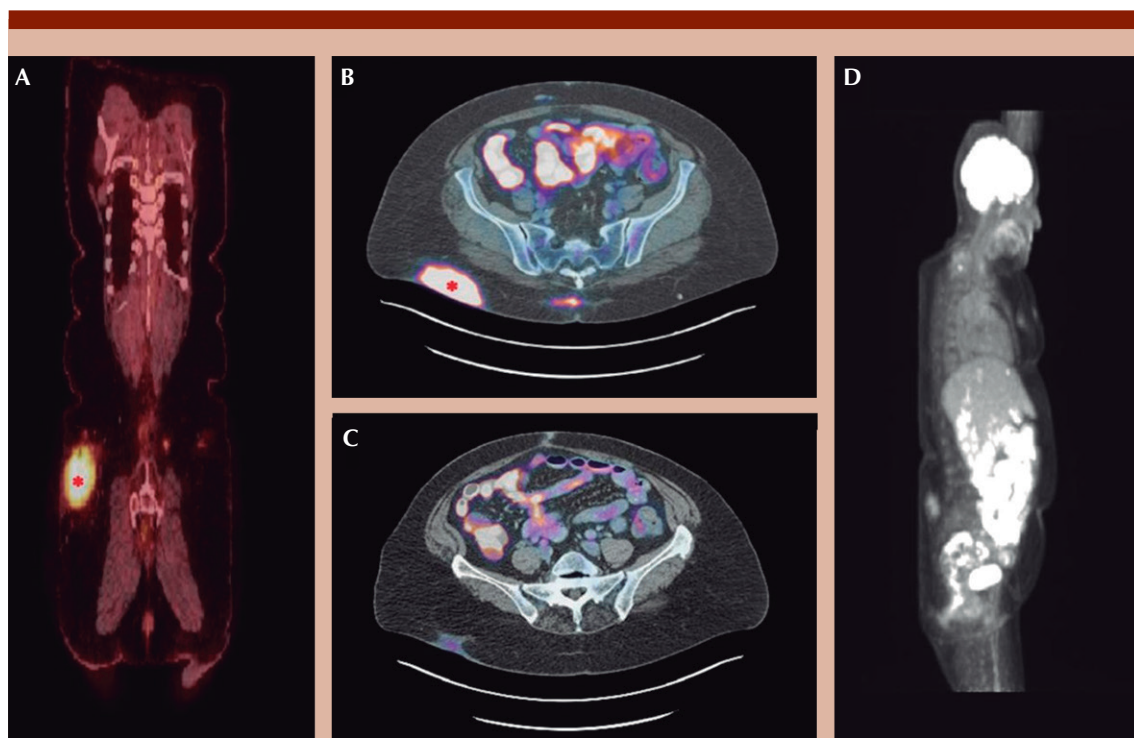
Tomografía por emisión de positrones CT durante el transcurso de la enfermedad. A y B. Planos coronal y transversal de estudio al diagnóstico que muestran lesión con hipercaptación (*) en la región glútea derecha. C y D. Planos transversal y sagital de estudio posterior a la quimioterapia, con engrosamiento subcutáneo y aumento de la captación, en escala de Deauville 3 (equipo Biograph Vision 600/LSO, 8 anillos/CT de 64 detectores, previa administración de 177.6 MBq de 18F-FDG).
